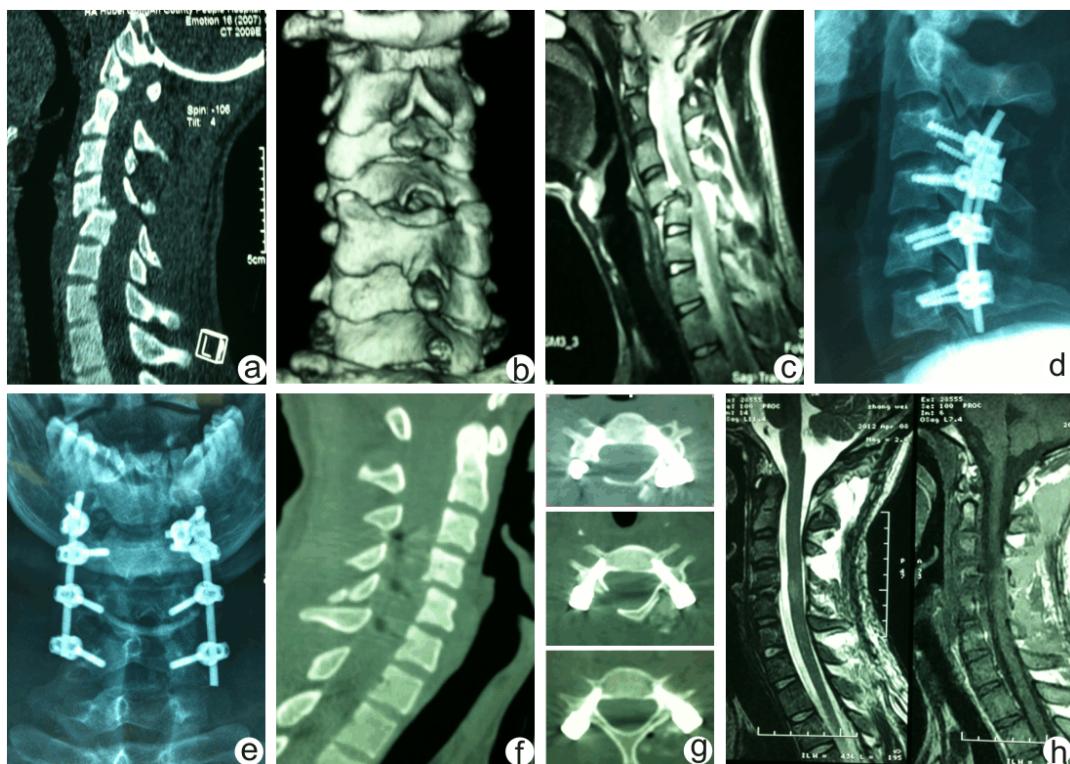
a、b:术前颈椎侧位 CT 示 C<sub>4~5</sub> 骨折脱位、双侧小关节交锁、C<sub>3</sub> 关节突、C<sub>5</sub> 棘突骨折; c:术前颈椎 MRI 示 C<sub>4~5</sub> 脱位,伴损伤性椎间盘突出压迫脊髓、脊髓内出血高信号;d、e:术后 X 线、CT 复查后路 C<sub>3~6</sub> 固定融合,颈椎序列恢复良好,椎间高度恢复;f:术后 CT 示椎弓根螺钉位置满意;g、h:MRI 提示椎间盘复位,椎间高度恢复,椎管内无压迫
